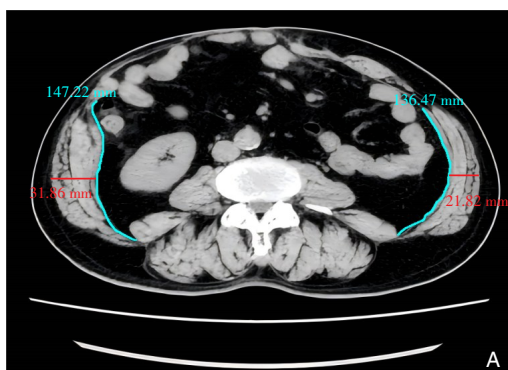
BTA联合PPP治疗前后CT图变化(蓝线表示侧腹肌长度; 红线表示侧腹肌厚度) A: 治疗前; B: 治疗后
